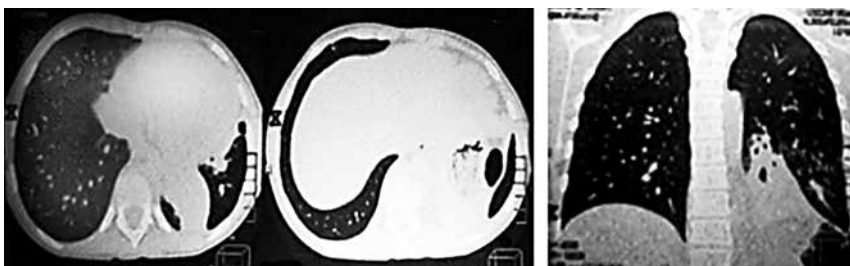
Bronșectazii la adolescența cu imunodeficiență primară (radiografie pulmonară).
